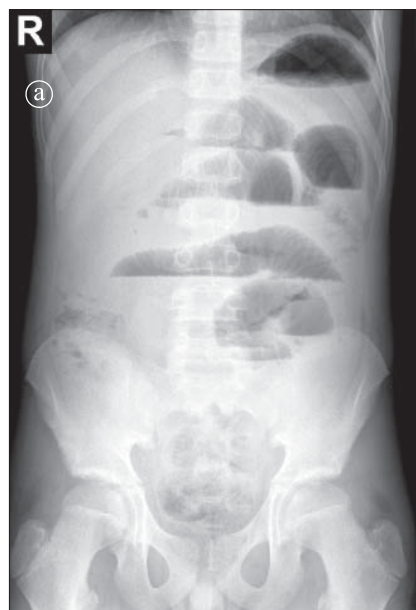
Obstrucție mecanică înaltă. Radiografia abdominală. a) AP; b) LL.
